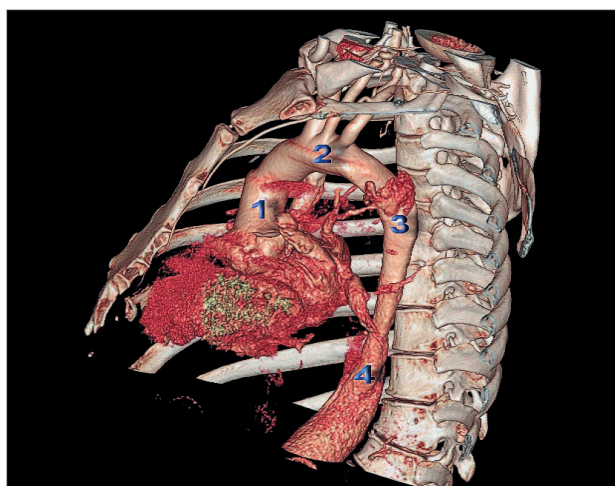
Проведення мультиспіральної комп'ютерної томографії з контрастуванням у хворого Б.Ю.Ю., 35 років (1 — висхідна аорта; 2 — дуга аорти; 3 — грудний відділ низхідної аорти; 4 — черевний відділ низхідної аорти)
